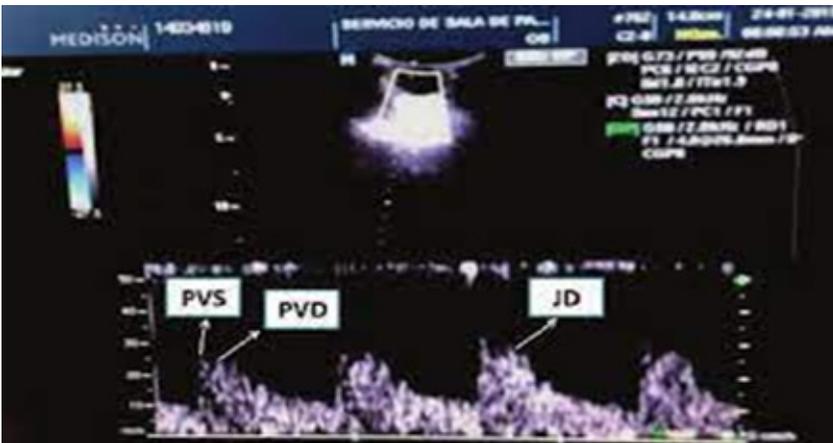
Flujiometría doppler de la arteria oftálmica: Onda doppler en embarazadas con preclampsia severa
